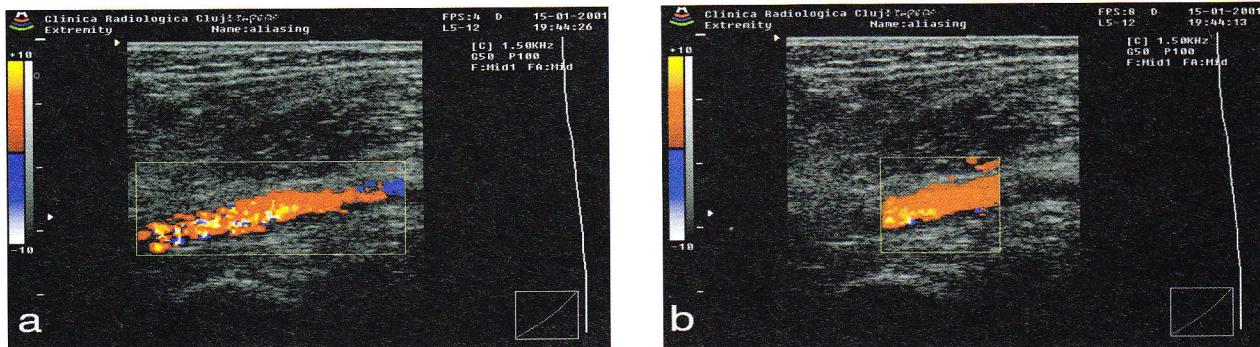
Efectul reducerii dimensiunii regiunii de interes în ecografia Doppler color: a) boxa de culoare este mare, frecvența imaginilor este mică (4 imagini / sec), iar ambiguitatea apare la viteză mici; b) reducerea dimensiunii boxei de culoare este urmată de creșterea frecvenței imaginilor (8 imagini / sec) și de posibilitatea de creștere a FRP, pentru reducerea artefactului.
